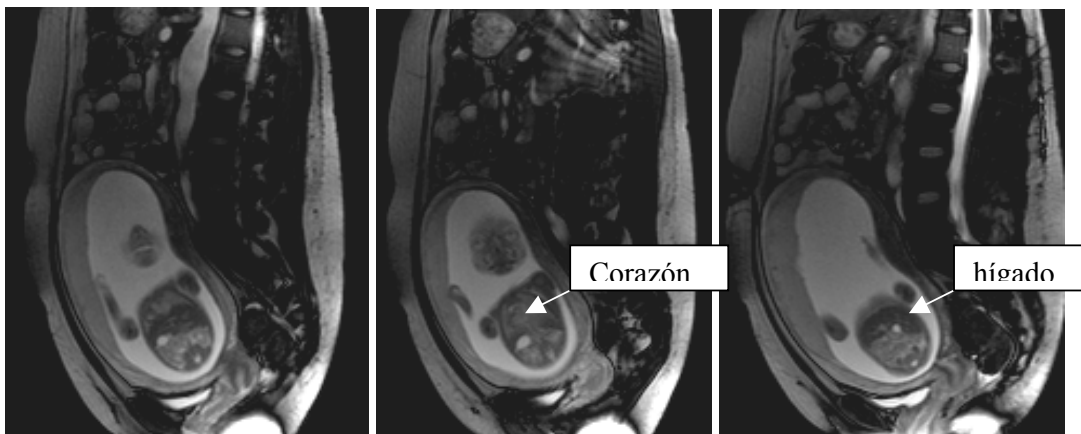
Resonancia magnética en mujer embarazada, en la que se identifica en plano coronal en imágenes secuenciales la presencia de situs inversus en el feto, con hígado a la izquierda y estómago a la derecha.
